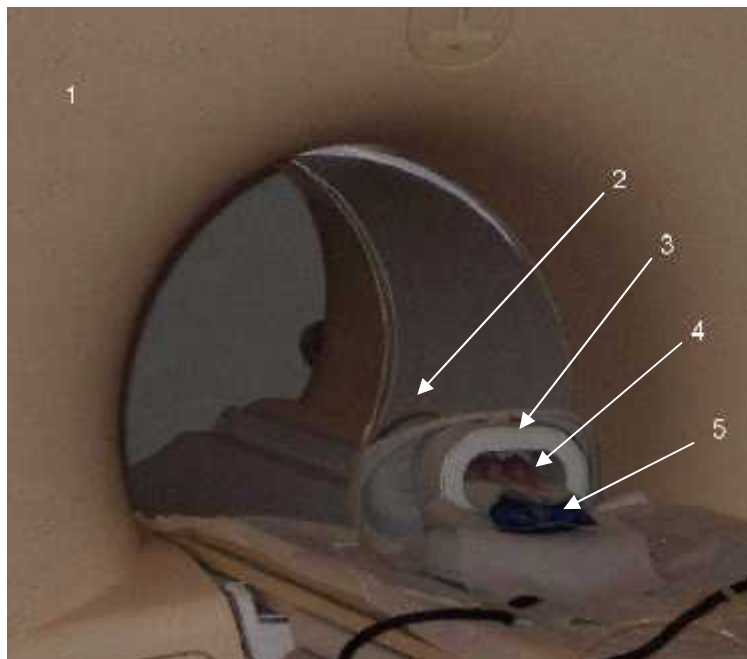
Versuchsanordnung im MRT
